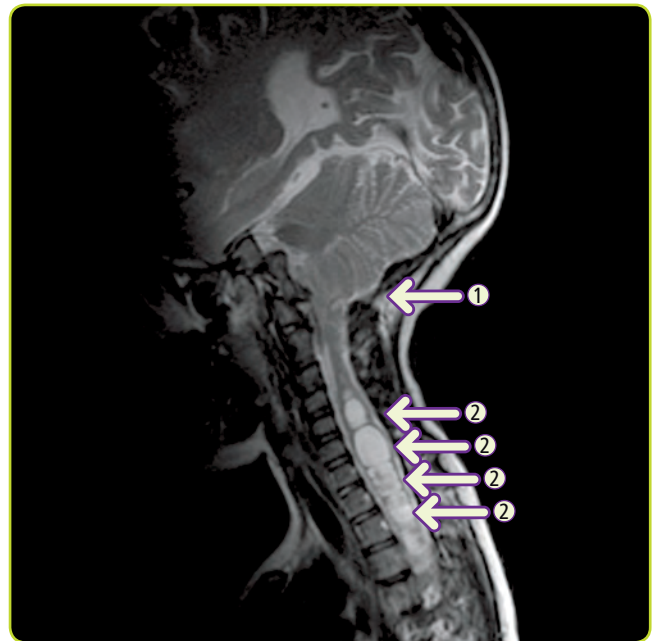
Malformación de Chiari tipo I con siringomielia. La RM sagital (T2) muestra descenso de las amígdalas cerebelosas a través del agujero magno (flecha 1) y múltiples cavidades siringomiélicas hiperintensas a nivel cervical (flechas 2).
